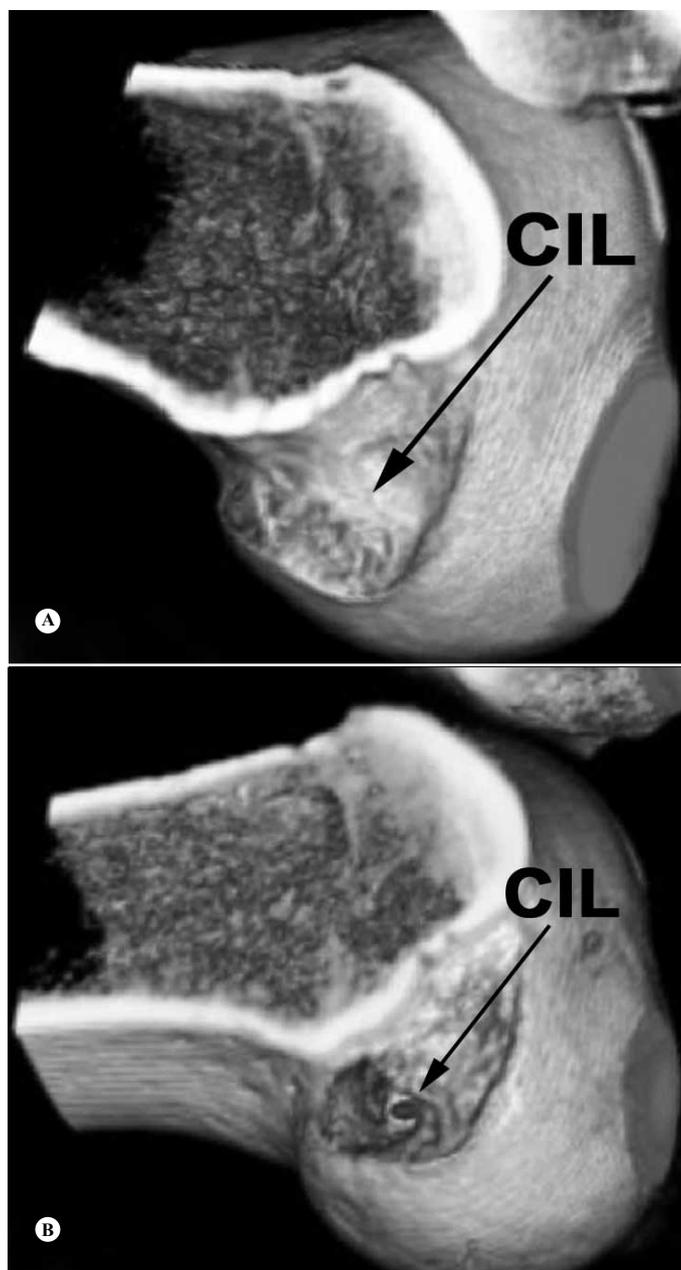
Tomografia computadorizada com a localização do túnel femoral posterior à crista intercondilar lateral. (A) Pré-operatório. (B) Pós-operatório.
